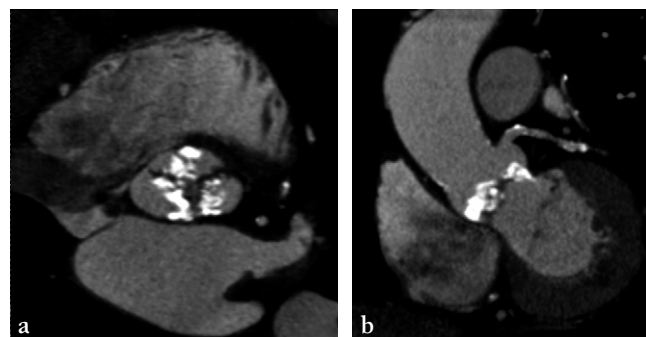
Valve aortique. a. TDM : Coupe axiale passant par la racine aortique, montrant des calcifications massives de la valve aortique. b. TDM : Reconstruction coronale oblique le long de l'axe de la voie d'éjection du ventricule gauche, permettant la visualisation de calcifications importantes de la valve aortique. Calcul de la distance anneau aortique et ostium de la coronaire gauche.
